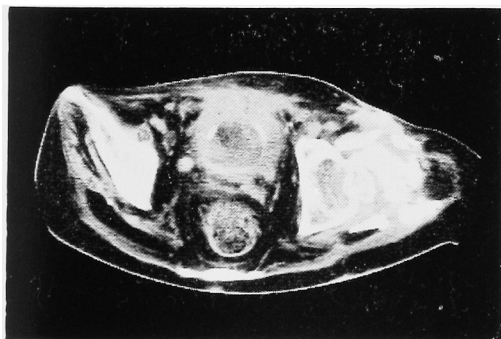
Abdominal CT scan of case 2. The Retzius space is occupied by an abscess. There is a cystostomy catheter in the bladder.
